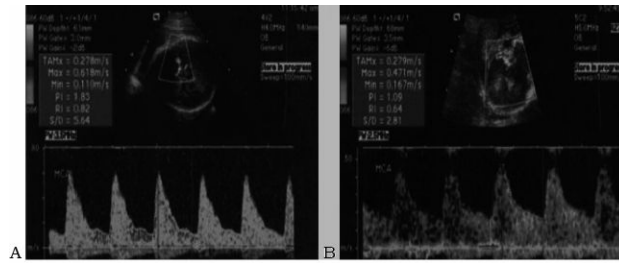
Doppler de arteria cerebral media (con redistribución cerebral)
